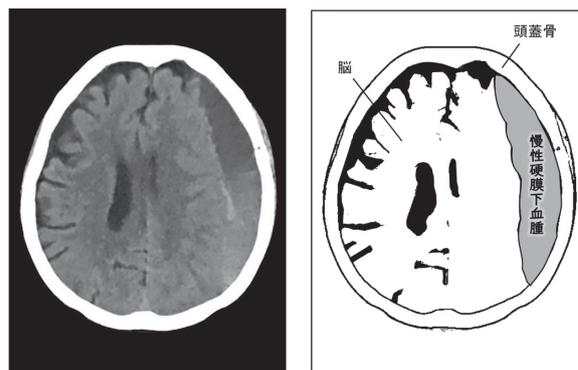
慢性硬膜下血腫の頭部CT画像（左）と、その概略図（右）。慢性硬膜下血腫により脳が圧迫されると脳の表面のシワシワが見えにくくなります。
